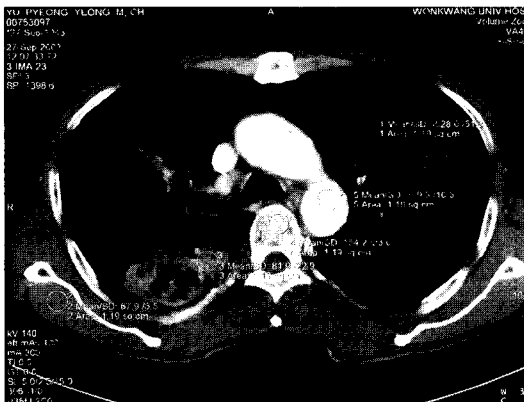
Axia CT inage(ROI size = 1.19 cm²) in 57 year-old woman with lung mass in right lower lobe, ROI 1: normal lung, ROI 2: muscle, ROI 3: lung mass, ROI 4: bone, ROI 5: vessel
